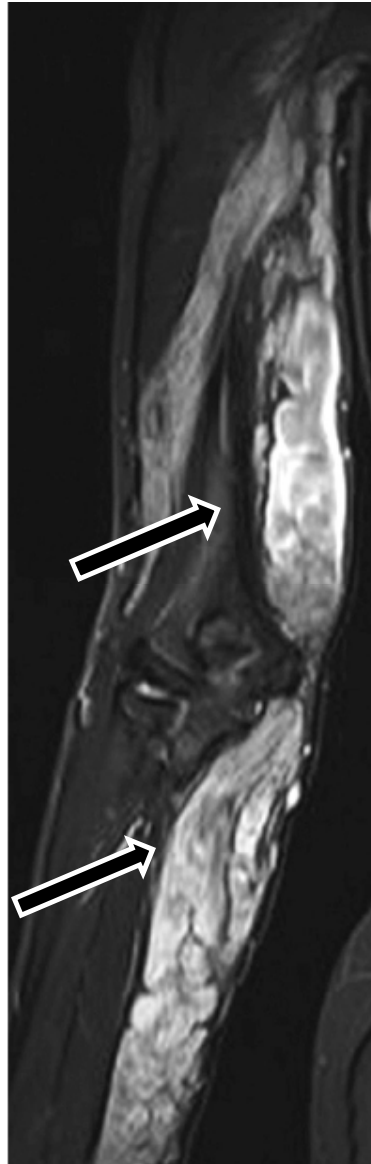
IRM du membre supérieur en coupe coronale en STIR. Neurofibrome plexiforme du membre supérieur. Le neurofibrome plexiforme apparaît tubulé en coupe coronale [1].
